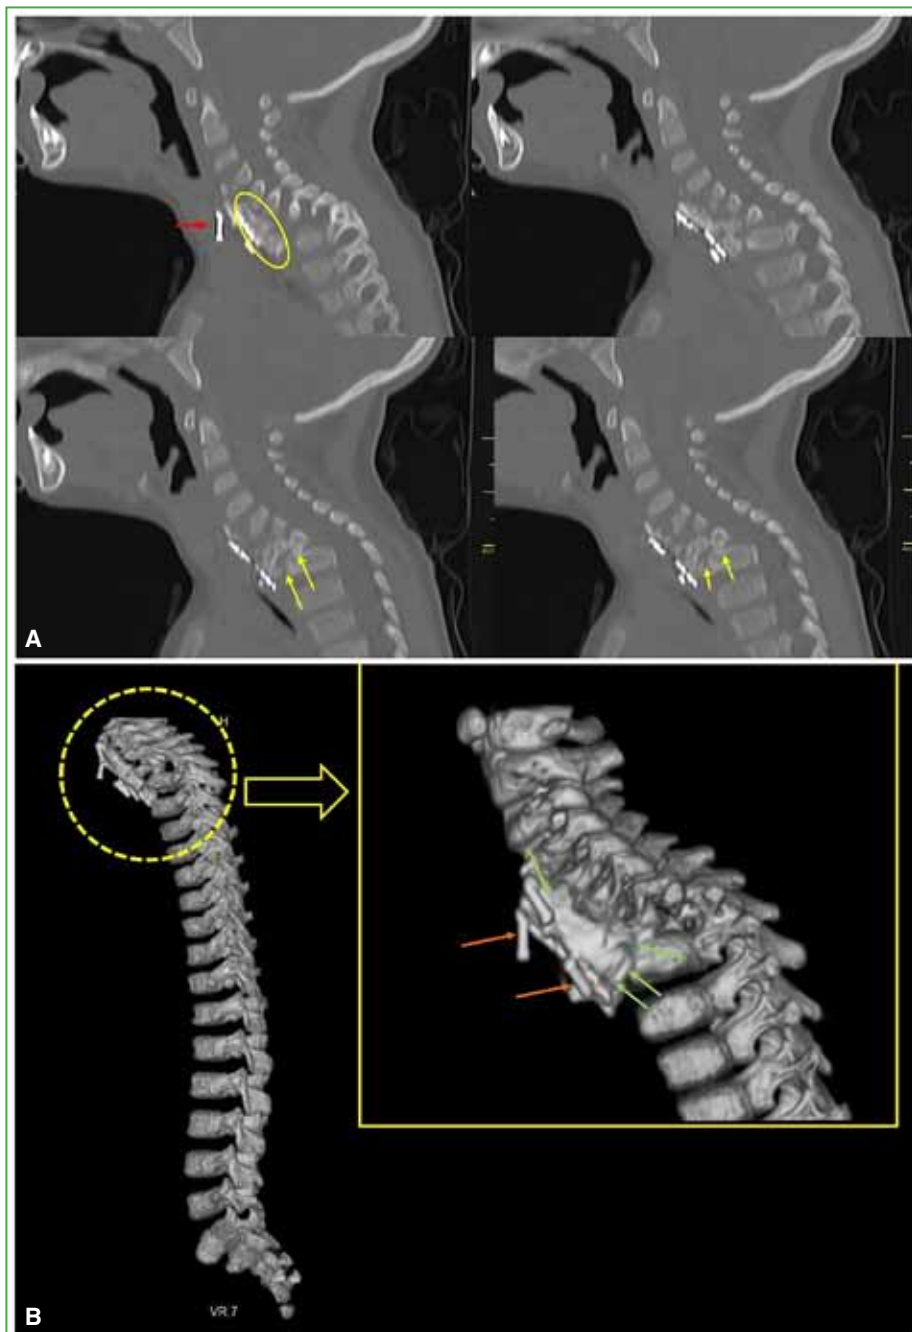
Tomografía computarizada de columna cervico-torácica, de control, al año y 10 meses de la cirugía. A. Obsérvense la fusión intersomática (flechas amarillas), el importante puente óseo anterior (óvalo amarillo), el desmontaje de la instrumentación (flecha roja), así como la cifosis segmentaria. B. Reconstrucción 3D. En el recuadro, puede comprobarse la importante masa de fusión que estabiliza la región.
